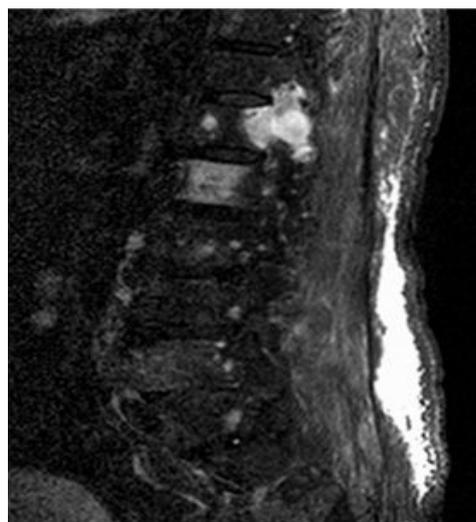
IRM lombaire–coupes sagittale : lésion de l'arc postérieur (Azais, 2017).
